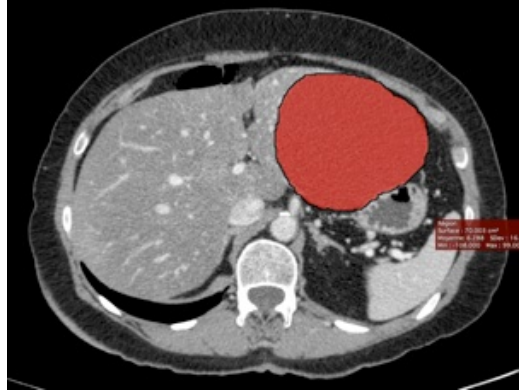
exemple d'image CT de kystes hépatiques simples[42]
